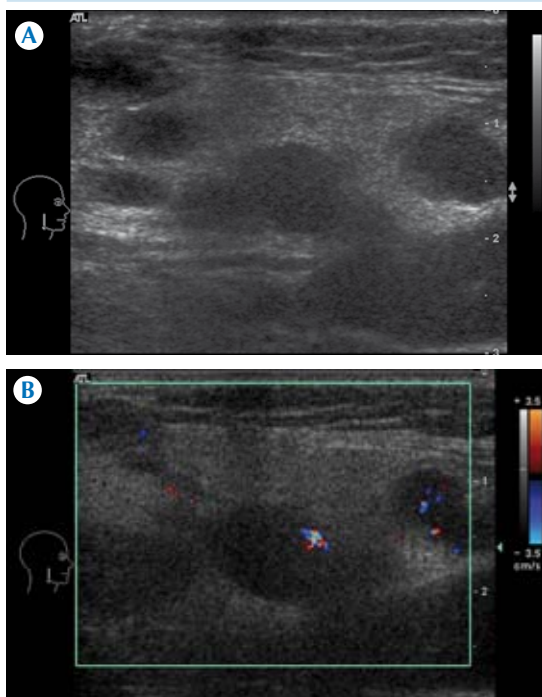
A-B) Ultrasonido Doppler color y en escala de grises: carcinoma mucoepidermoide de parótida derecha con adenomegalias metastásicas bilaterales.
